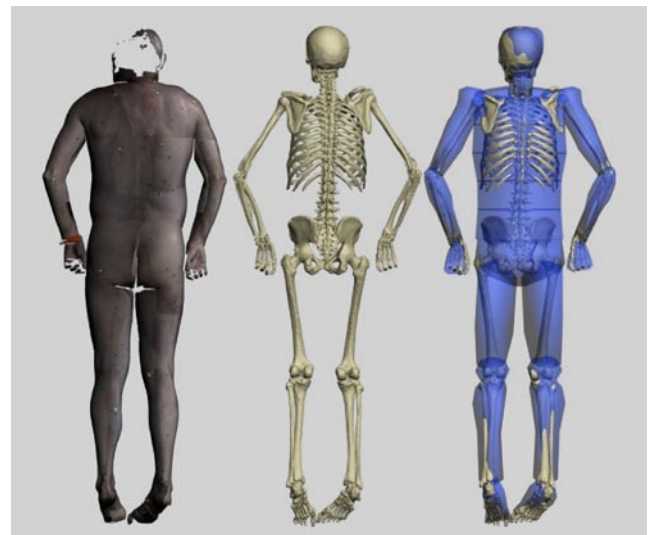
Maßstäbliches 3D-Modell des Verstorbenen, erstellt mittels Photogrammetrie, Oberflächenscanning (links) und Computertomographie (Mitte). An den Knochenbau wird ein anatomisch korrekt, bewegliches Computermodell angepasst (rechts). Mit Hilfe dieses Modells können die Originaldaten bewegt werden.
